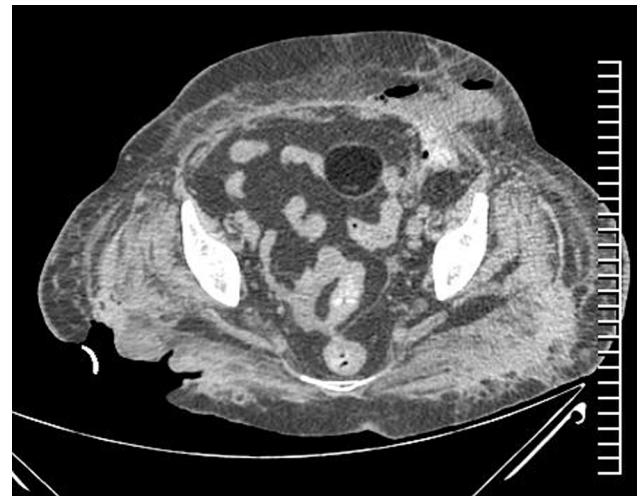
Tomografía axial computada abdominal simple: asa intestinal adosada a pared posterior, más aire libre en tejido celular subcutáneo.
